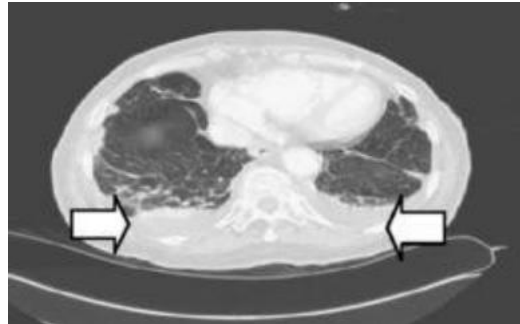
Tomografía Axial Computarizada (TAC) de una paciente femenina de 64 años con antecedentes de artritis reumatoide de 3 años de evolución, con diagnóstico de derrame pleural bilateral; las flechas blancas indican la zona del derrame pleural (Hurtado, R. [2010] <https://bit.ly/3xdqoM0>).
